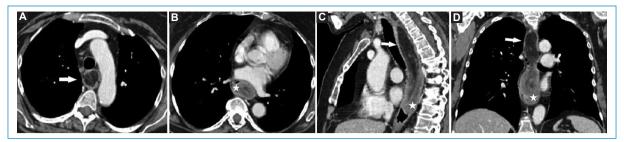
TC de tórax con contraste intravenoso en ventana de mediastino y reconstrucciones axiales (A y B), sagital (C) y coronal curva (D), en la que se evidencia un esófago dilatado por la presencia de una gran masa intraluminal que contiene densidad grasa (flechas en A, C y D) y de partes blandas (estrellas en B, C y D).
